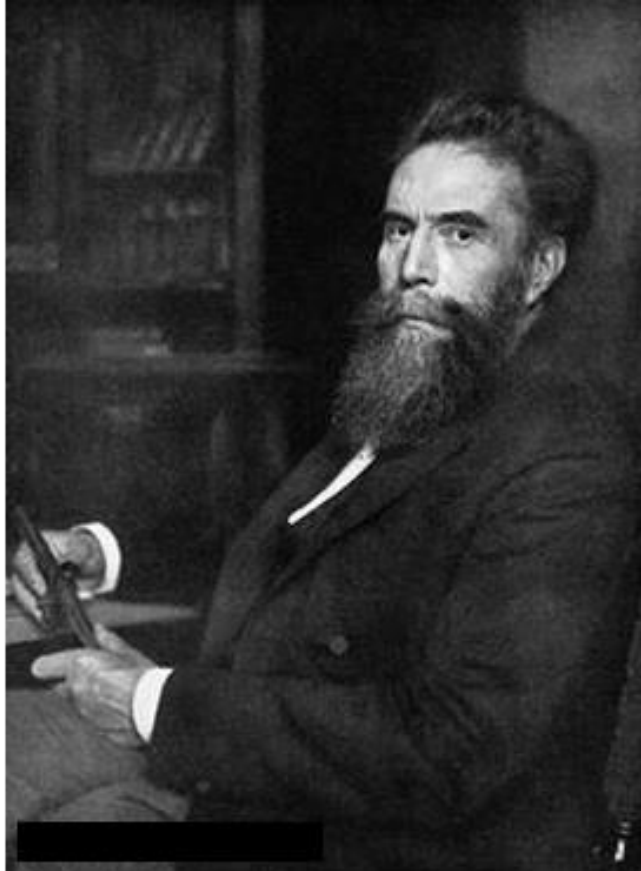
Wilhelm Conrad Röntgen, considerado o pai da radiologia. (Lummerich, 2014)
